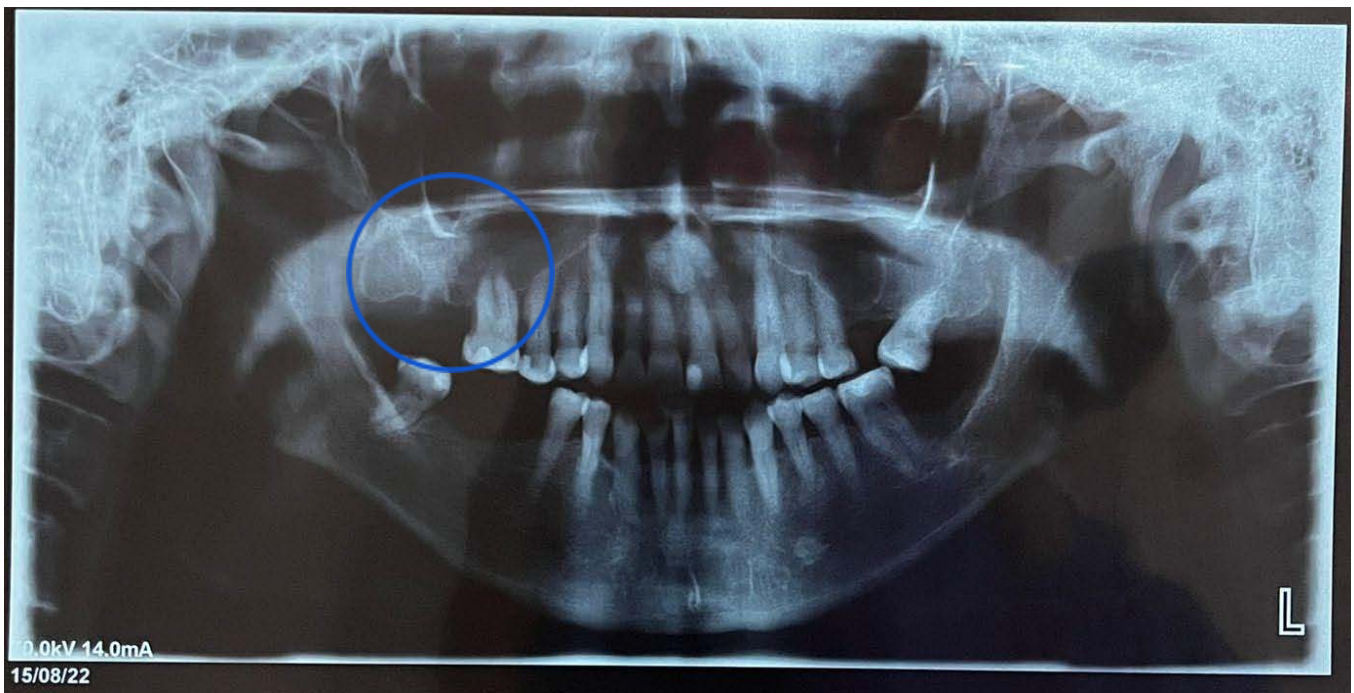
Ortopantomografía se observa ausencia de órganos dentarios, múltiples focos sépticos, a nivel del órgano dentario 17 destaca pérdida de la continuidad de piso antral en relación a las zonas alveolares, se observa imagen compatible con resto radicular vestibulo distal. Imagen tomada de C.M.F Sergio Soto Góngora.
